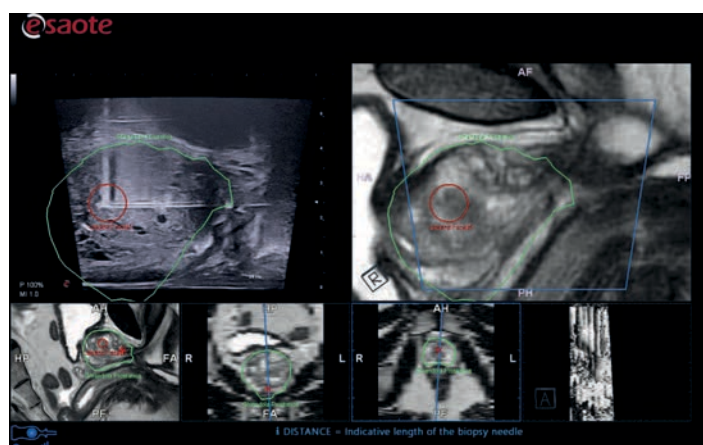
УЗИ изображение в режиме реального времени и изображения 2-й модальности во всех проекциях. Такое представление может предоставлять информацию о пространственном положении датчика в соответствии с синхронизацией, достигнутой во время автоматической регистрации. На этом изображении, благодаря совмещению МРТ и УЗИ изображений, можно заметить обнаружение четкого гипоинтенсивного поражения на T2W изображении, но не видимого на УЗИ изображении.
